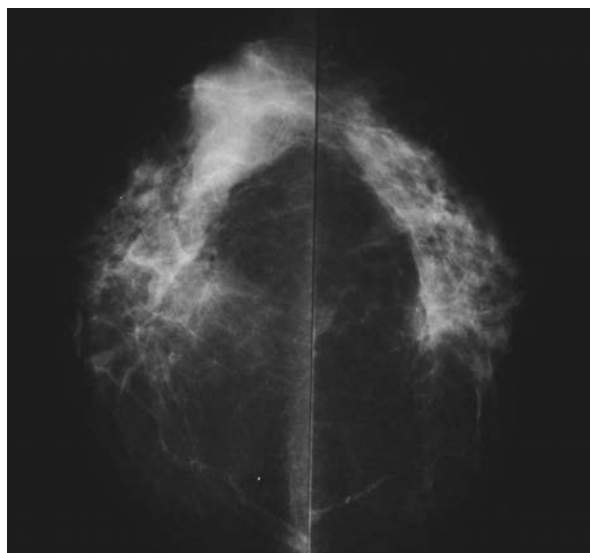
Asimetría focal en la mama derecha, el ultrasonido no muestra lesiones.
